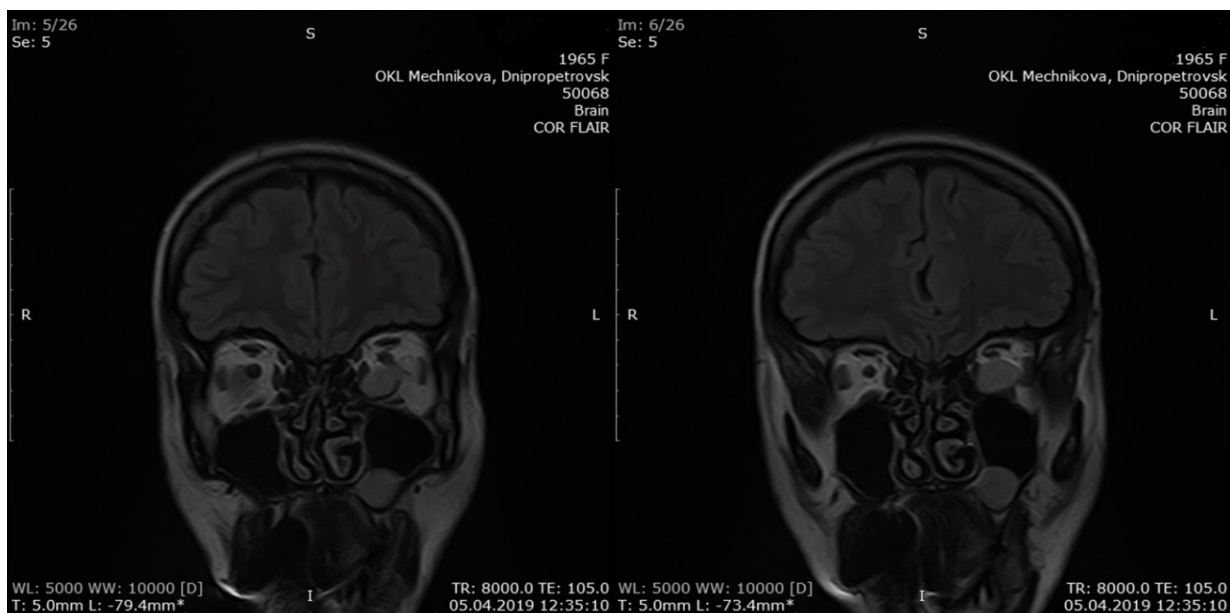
Магнітно-резонансна томографія орбіт та навколоносових пазух пацієнтки О.
